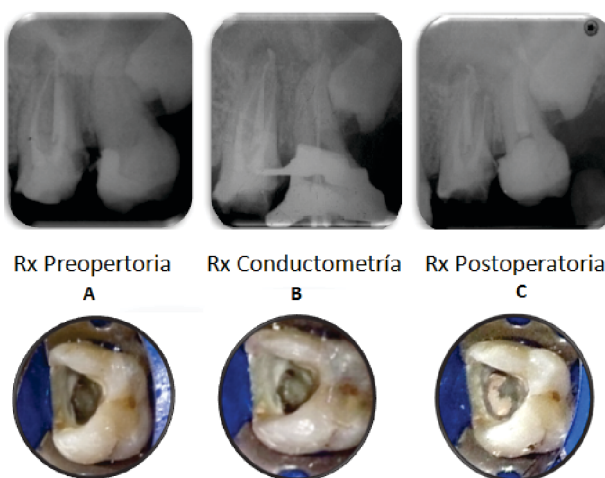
Radiografías e imágenes coronales postapertura del caso clínico 1. A, Preoperatoria; B, Conductometría; C, Postoperatoria. Nótese que se observó disposición de conductos en C del tipo C3 en cuanto a la clasificación anatómica y de tipo III en cuanto a la clasificación radiológica.
